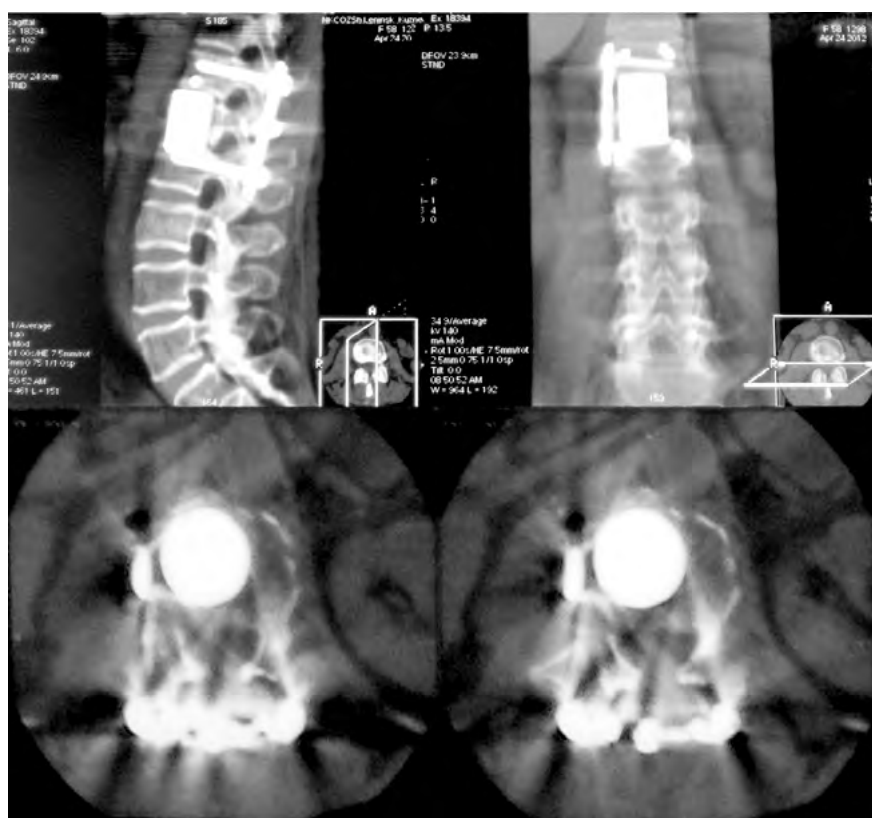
МСКТ пациентки К., 59 лет, после II этапа хирургического лечения (передняя декомпрессия спинного мозга, межтеловой спондилодез Th12-L2 позвонков имплантатом из пористого NiTi).
